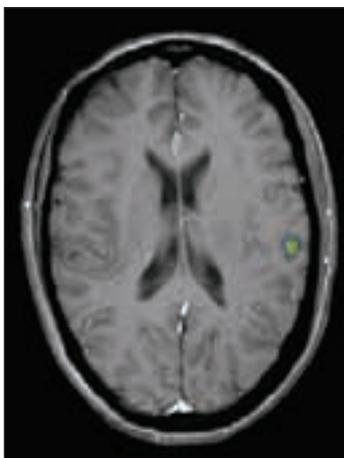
RMN Funcional. Aplicación estímulo 4 Kg/cm 2 en paciente sano. (Cedida por Dres. J. Deus Y J. Pujol)
